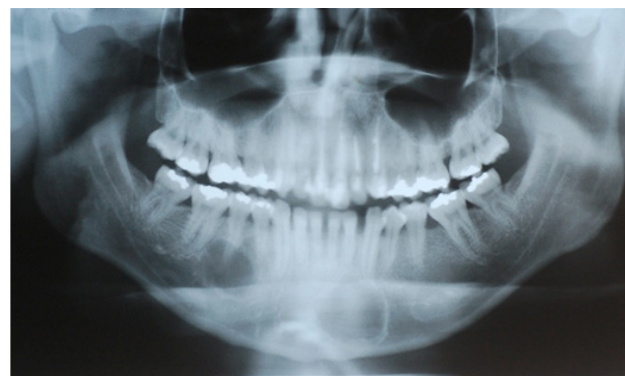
Radiografia panorâmica 03 anos antes da cirurgia mostrando uma lesão radiolúcida em região de corpo mandibular localizada em periápice das unidades 44, 45 e uma lesão radiolúcida em região parassinfisária à esquerda.
